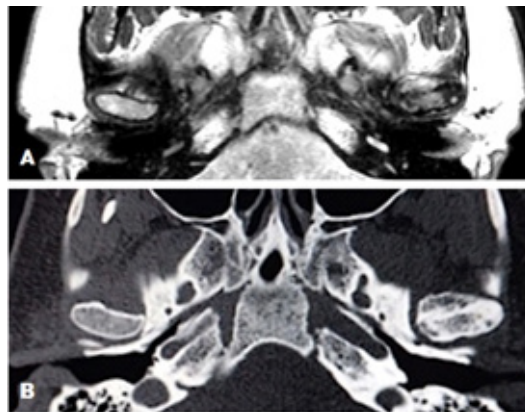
Ambas imágenes en plano axial, mostrando A imagen de RM con intensidad de señal, heterogénea poca definición de sus bordes. En B imagen de TC mostrando densidad ósea heterogénea y bordes bien definidos.
